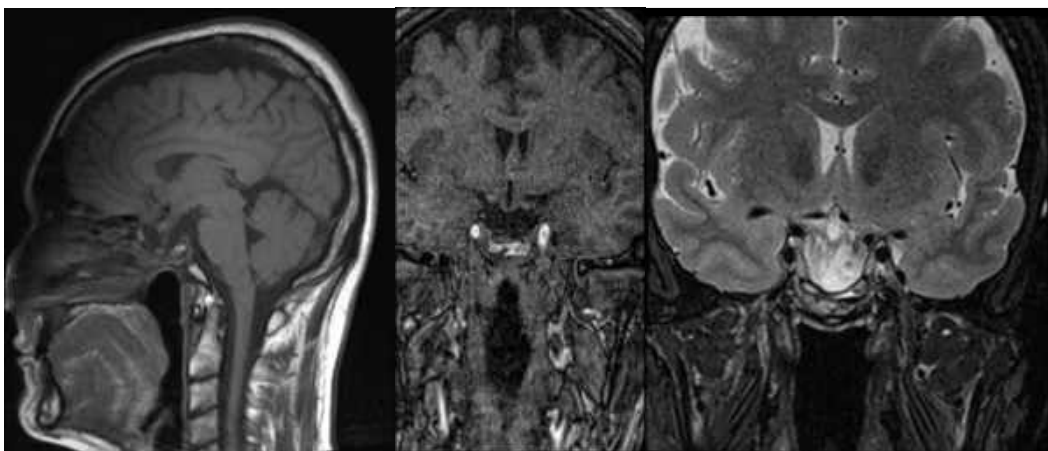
Спостереження № 55. Хворий Б-ич, 47 років (історія хвороби №2184/2). МРТ після операції.
